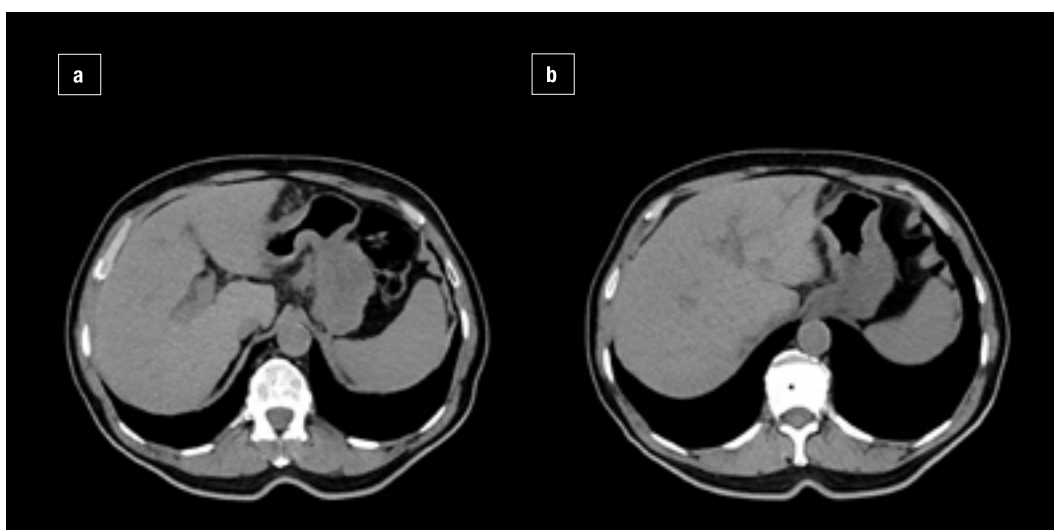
TC dopo i primi 6 cicli: Dicembre 2022
